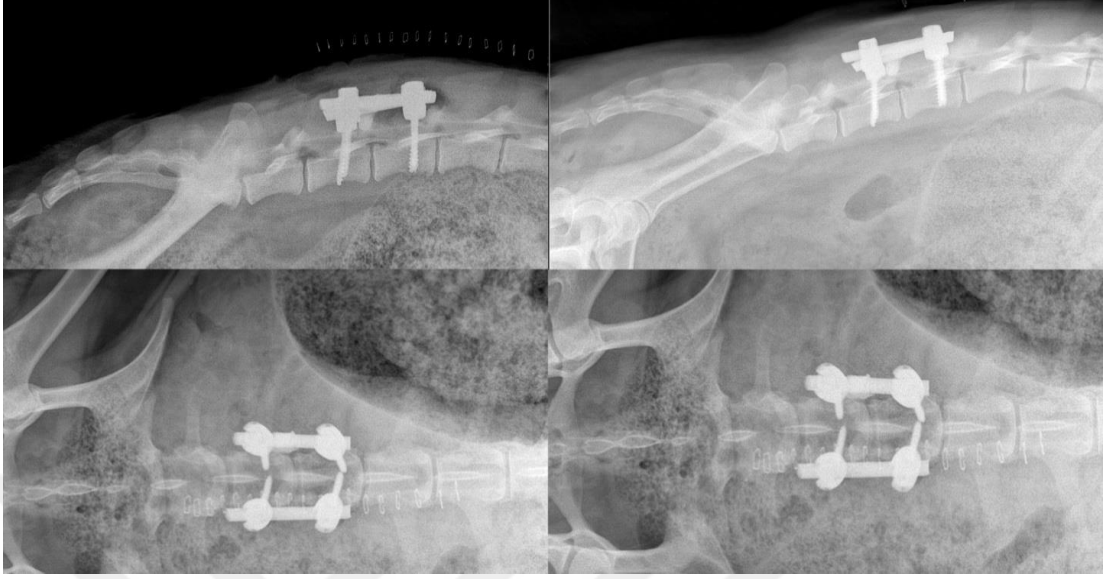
6. koyunun ameliyat sonrası ve 6 ay sonrasındaki röntgen sonuçları
